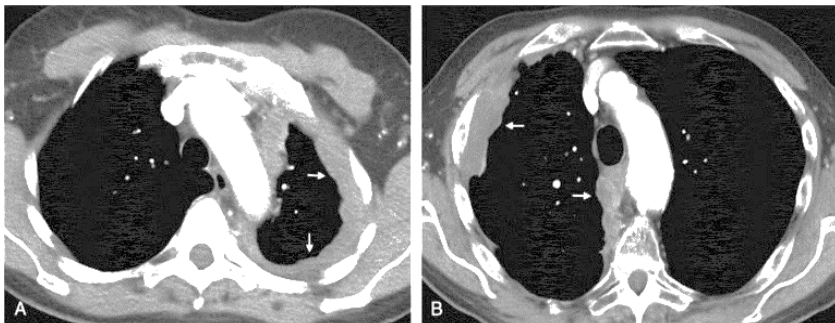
Aspectul mezoteliomului pleural malign la tomografie computerizata. Fig. A – Aspect de mezoteliom pleural epitelial cu îngroșare continuă și uniformă. Fig. B – Aspect de mezoteliom pleural bifazic cu îngroșare neuniformă și întreruptă (Escalon JG, et al. 2018) [74].
